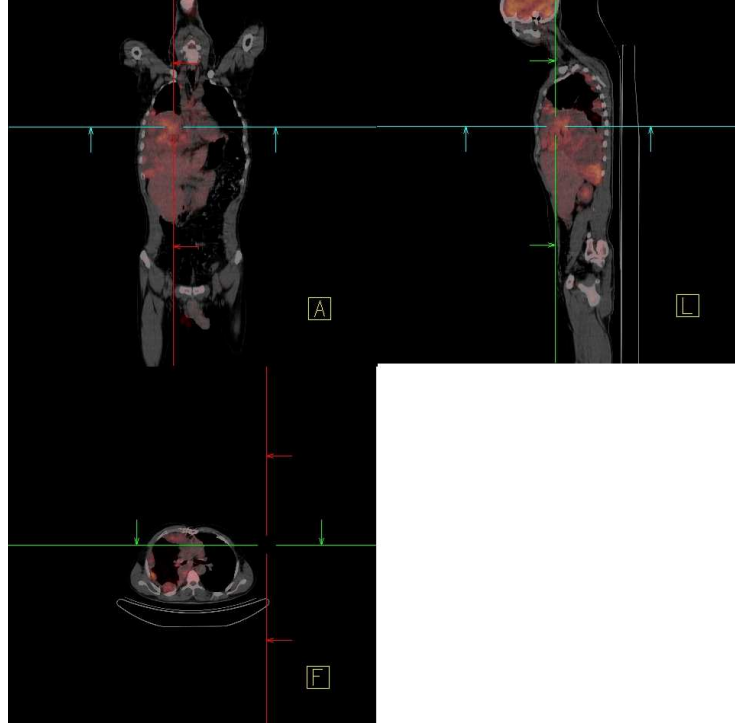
65 yaşında MPM tanısı almış FDG PET-CT'sinde sağ akciğerde kotal plevra tabanlı kitle ve plevral kalınlaşma alanında malignite düzeyinde FDG tutulumu izlendi.
